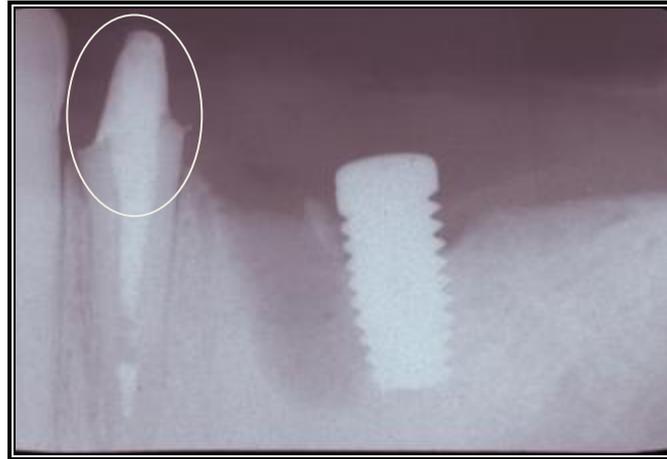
Radiografia periapical do dente 34 com núcleo de fibra de vidro.
